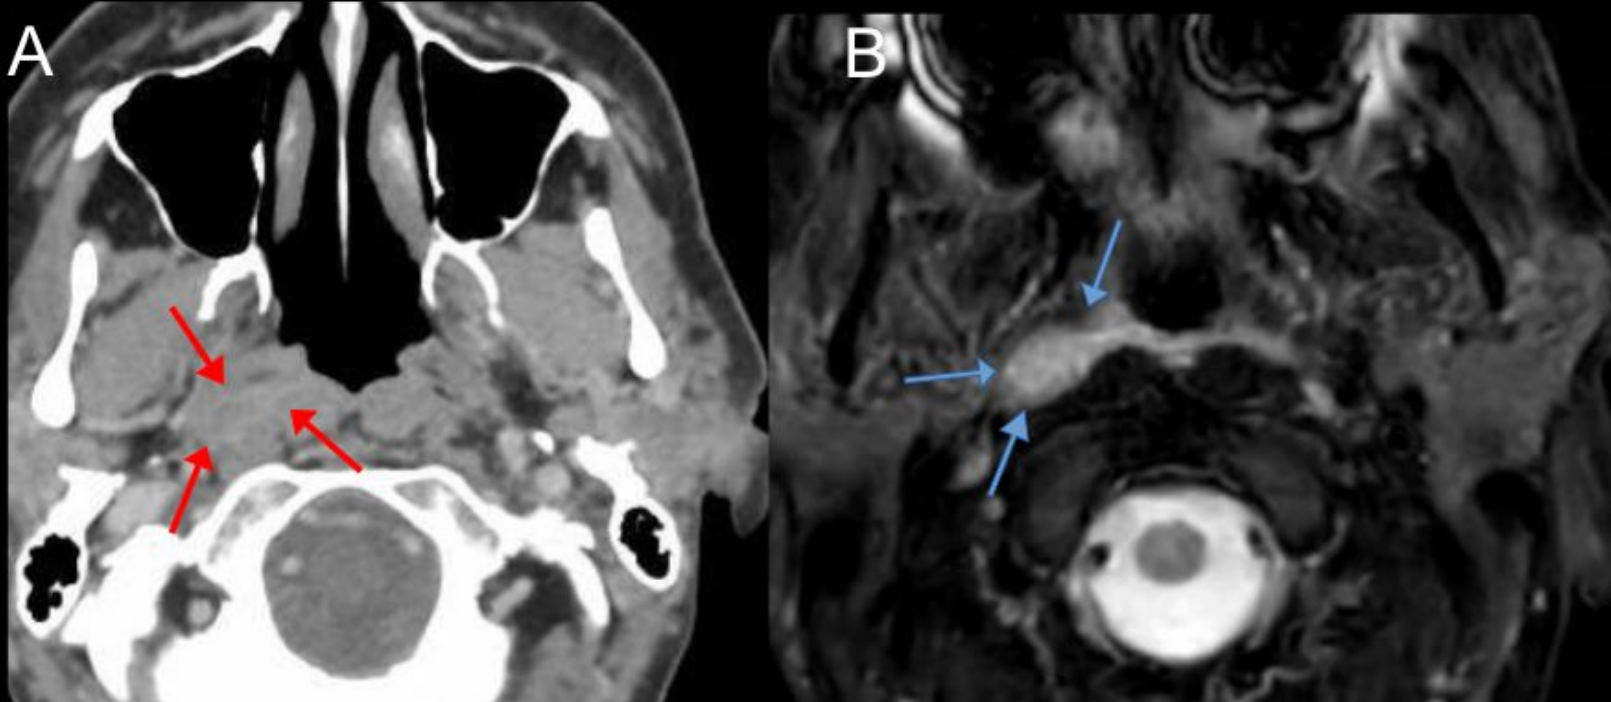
Imagen axial de TC de cuello con contraste (A); imagen axial de RM, secuencia ponderada en STIR (B). Neoplasia confinada a la mucosa nasofaríngea, T1N0 - estadio I según la 8ª edición del AJCC (flechas rojas - A). Neoplasia en nasofaringe con infiltración del músculo *longus colli*, T2N0 - estadio II según TNM-8 (flechas azules - B). Según TNM-9, ambas se clasificarían como estadio IA.
